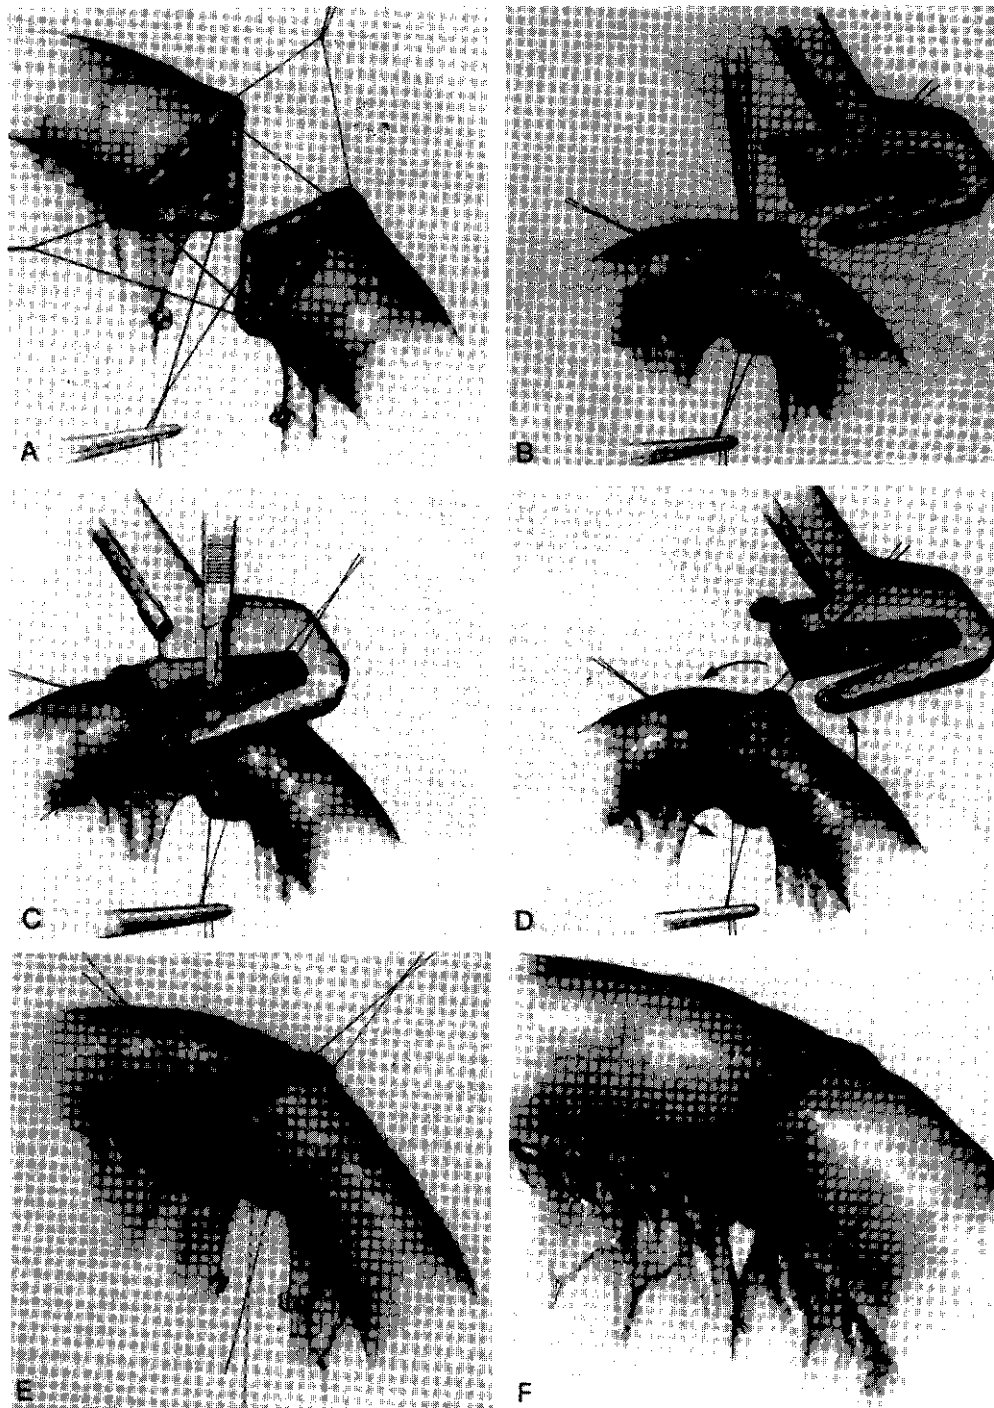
Anastomosis término-terminal con equipo TA. A. Se colocan tres puntos de reparo equidistantes, que toman los extremos aproximados de las dos asas que se van a anastomosar. B. El equipo TA se aplica entre dos puntos de reparo. Al mismo tiempo se ejerce tracción sobre el tercer punto de reparo para evitar que el aparato incluya la pared opuesta entre sus ramas. C. Se abrochan los ganchos y se retira el equipo dejando los puntos de reparo. D. Se realiza una suave rotación del intestino, tanto como sea conveniente, y se repite la técnica para cerrar los otros dos lados del triángulo. E. Se debe tener cuidado para no superponer los extremos de las otras líneas de ganchos. F. Anastomosis terminada. (Tomado de *Intestinal surgery*. En *Stapling Techniques: General Surgery with Auto Suture Instrument*, 3ª ed. Norwalk, CT, United States Surgical Corporation, 1988.)
